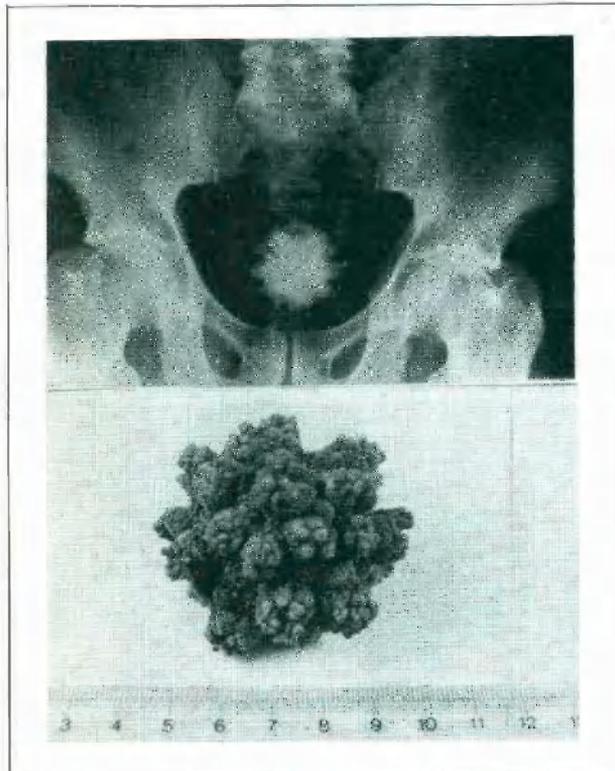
Radiografía simple y cálculo del caso nº 3.
